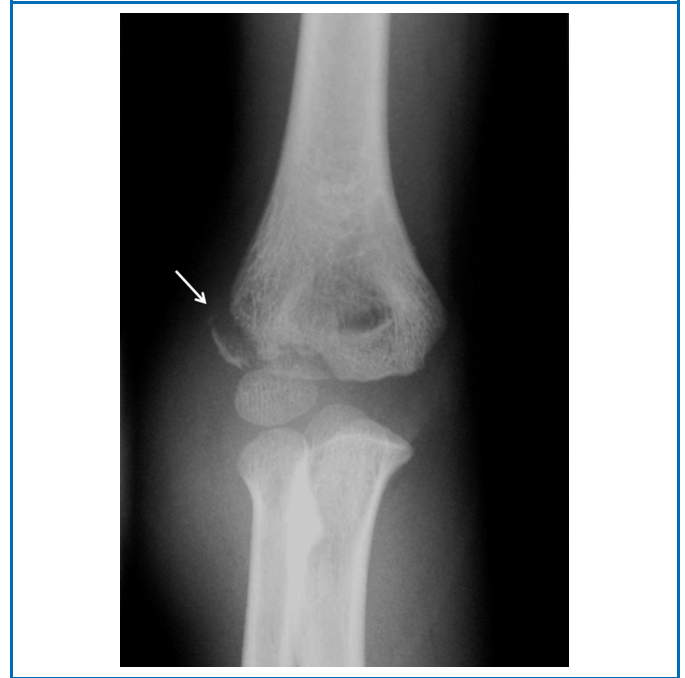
Radiographie du coude de face : fracture du condyle latéral. Notez le croissant osseux détaché de la métaphyse (flèche).
